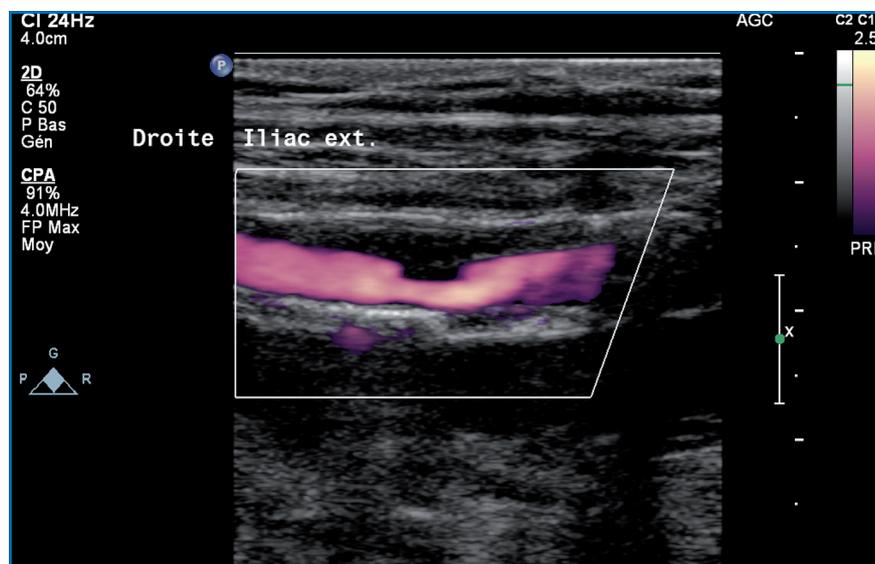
Sténose de l'artère iliaque externe droite en Doppler puissance.
